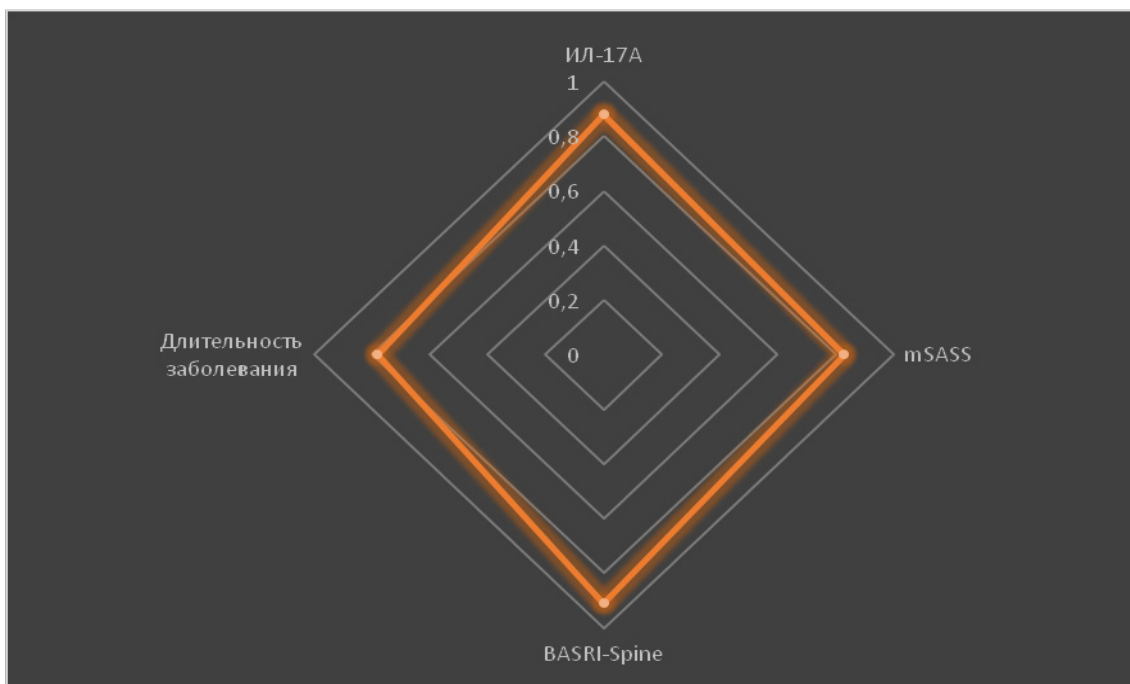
Корреляционный анализ между BMP-7 и длительностью заболевания, ИЛ-17А, рентгенологическими индексами у больных АКС.
